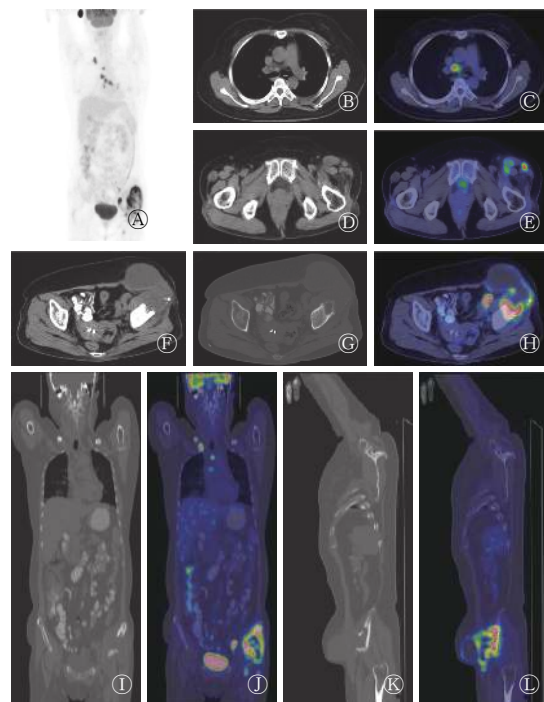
骨结核病患者(女性,46岁)的¹⁸F-FDG PET/CT图中,A:全身MIP图;B-C:纵隔内淋巴结横断位CT、PET/CT融合图;D-E:左侧腹股沟淋巴结横断位CT图、PET/CT融合图;F-G:左髂部肿物横断位CT图;H:左髂部肿物横断位PET/CT融合图;I-J:左髂部肿物冠状位CT图、PET/CT融合图;K-L:左髂部肿物矢状位CT图、PET/CT融合图。FDG:氟脱氧葡萄糖;PET:正电子发射断层显像术;CT:计算机体层摄影术;MIP:最大密度投影。
